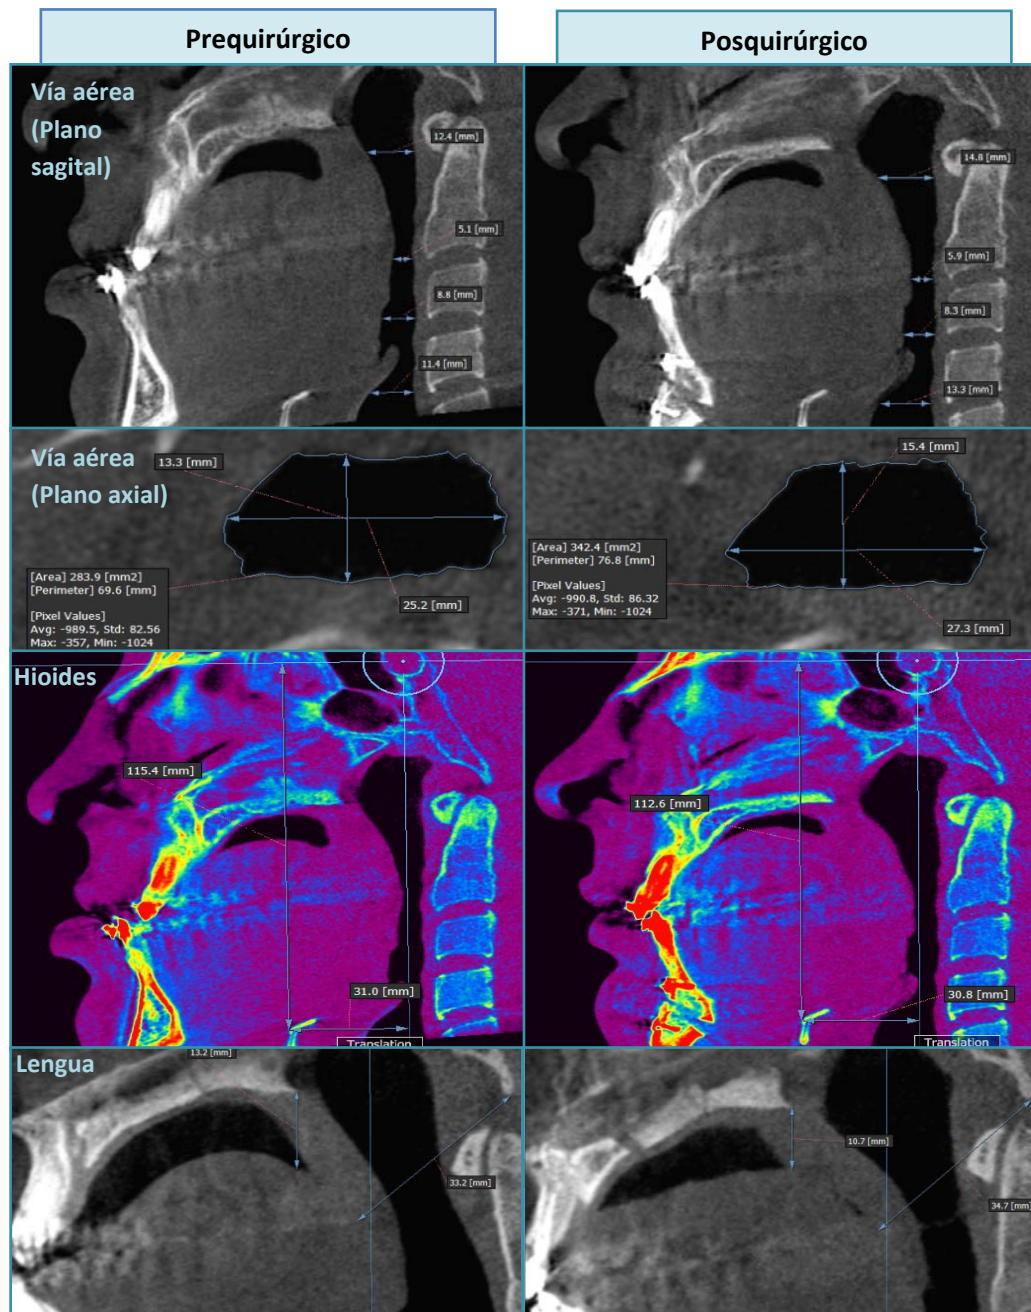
Comparación entre las medidas pre quirúrgicas y post quirúrgicas de la vía aérea superior, posición de hioides y lengua mediante tomografía computarizada cone beam.
